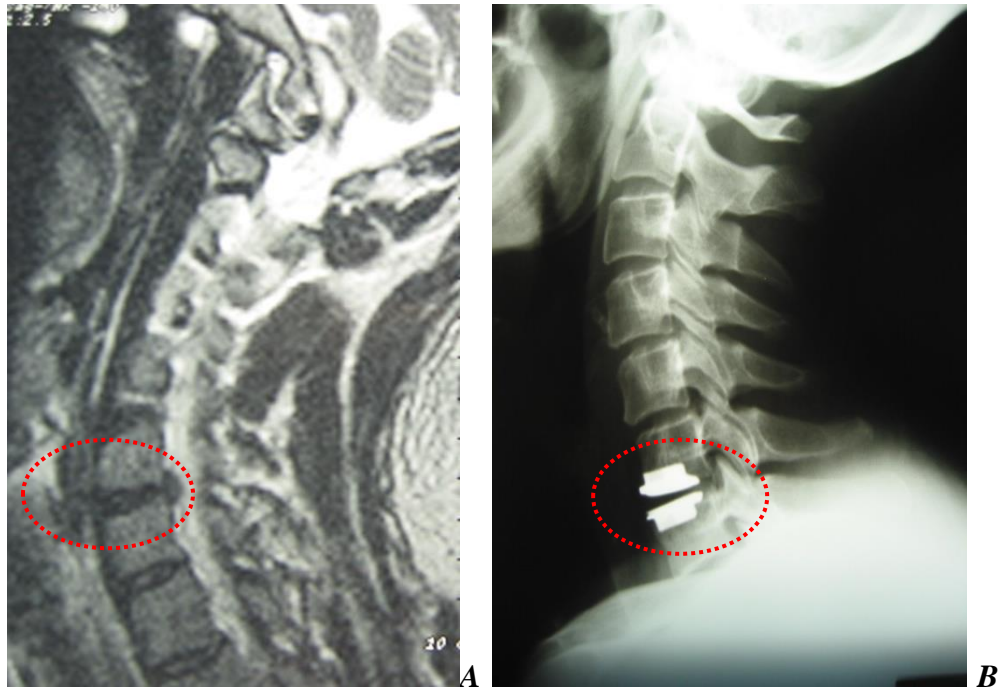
Przykład na potwierdzenie teorii adjacent segment disease. Chory miał zoperowane 18 lat wcześniej dyski C5/C6 i C6/C7 (w obrazie rezonansu magnetycznego widać zrost trzonów C5, C6 i C7 w postaci jednego litego bloku kostnego). Powyżej (A) widać przepuklinę jądra miazdżystego C4/C5 i mniejszą C3/C4 (strzałki). Chory został zoperowany ponownie. Zdjęcie pooperacyjne (B) pokazuje wszczep międzytrzonowy typu cage (biała strzałka) oraz sztuczny dysk (czarna strzałka).
